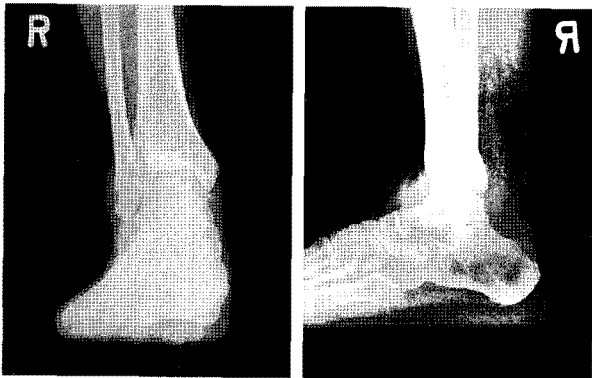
Preoperative plain radiographs of right ankle show diffuse soft tissue swelling, joint capsule distension and radiolucent subchondral bone lesions in the medial talar dome and articular surface of distal tibia.
